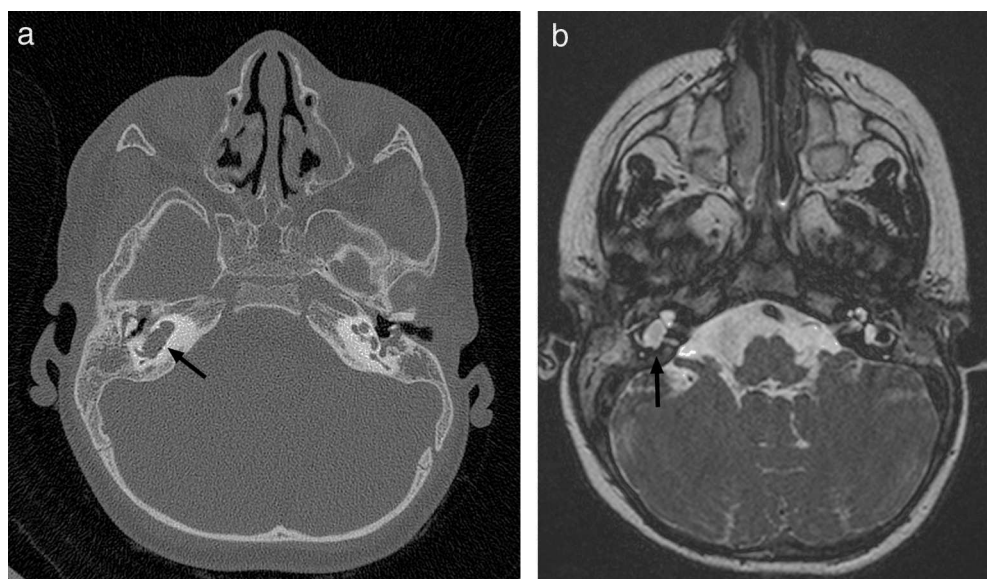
TC y RM de peñasco. a) Imagen axial de TC de alta resolución. b) Imagen axial CISS (*three-dimensional constructive interference in steady state*) de RM. Malformación del laberinto membranoso que afecta a la cóclea y el vestíbulo en el lado derecho (partición incompleta tipo II o deformidad de Mondini) (flechas negras).
